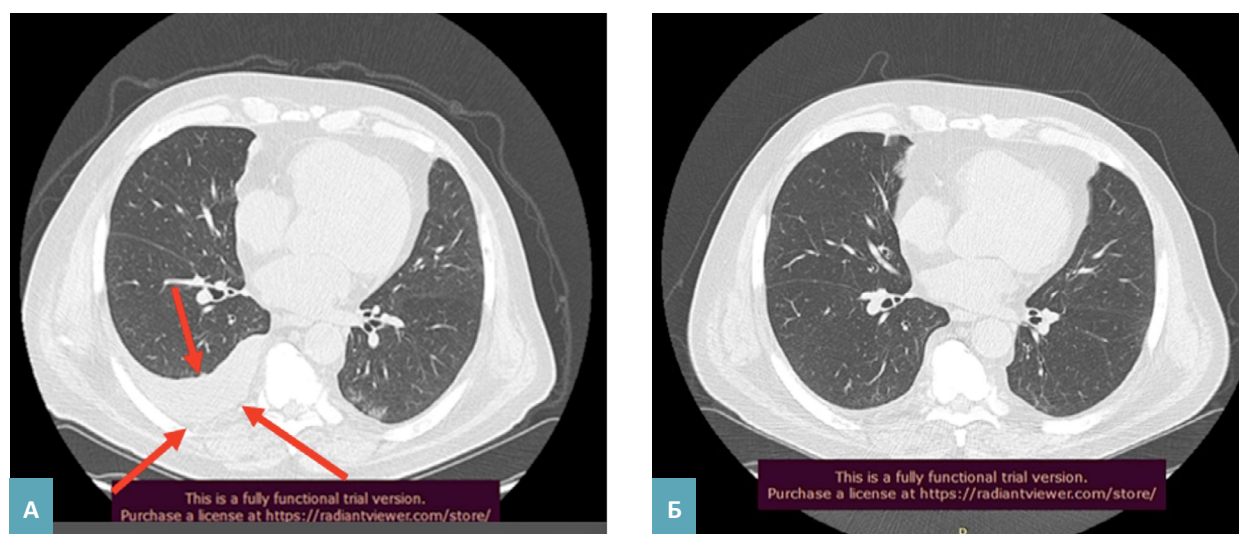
Компьютерные нативные томограммы грудной клетки пациента В., 69 лет в аксиальной проекции. А – до лечения; Б – после.
